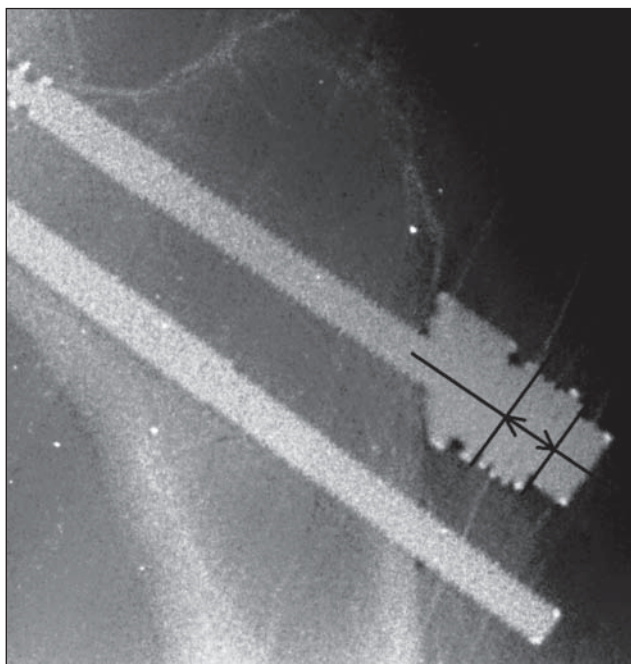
Рентгенометрическая методика определения значения краевой резорбции отломков шейки бедренной кости
